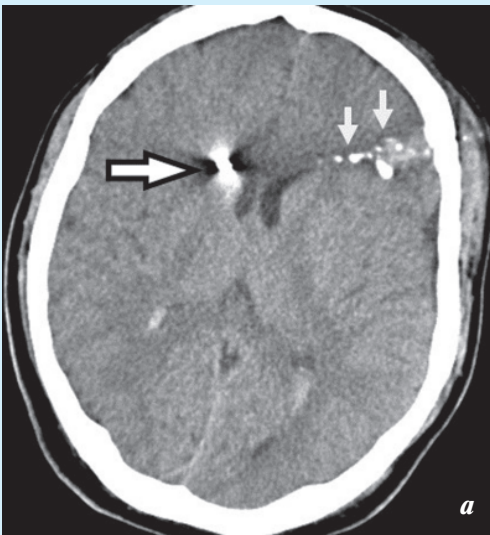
Пациент З., 34 года. Слепое огнестрельное осколочное цервикocereбральное ранение с повреждением головного мозга и шейного отдела позвоночника. КТ: *а* – аксиальная томограмма головы: инородное тело металлической плотности – осколок (горизонтальная стрелка) вблизи переднего рога правого бокового желудочка мозга. Раневой канал, в структуре которого визуализируются костные фрагменты, геморрагический компонент с перифокальными контузионными изменениями вещества мозга (вертикальные стрелки); *б* – фронтальная томограмма шеи: осколок металлической плотности (стрелка) в структуре костной ткани основания дужки С2 позвонка слева
